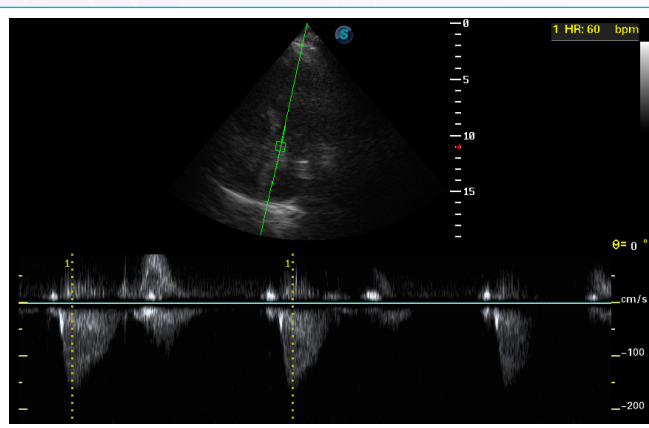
Verificación ecocardiográfica de la adecuada colocación y captura del marcapasos temporal mediante ecocardiografía transtorácica. La adecuada colocación se corroboró mediante ecocardiografía transtorácica en ventana apical de cinco cámaras. Se realizó *Doppler* pulsado a nivel del tracto de salida del ventrículo izquierdo para obtener la Integral Tiempo-velocidad (VTI), confirmando la frecuencia cardíaca programada y la presencia de estimulación y captura ventricular efectiva por el marcapasos.
